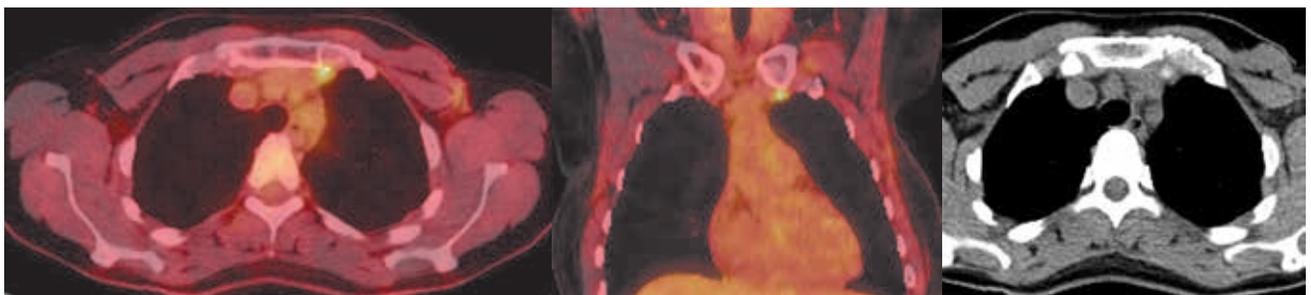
Данные ПЭТ-КТ от 09.2018 г. Выявлен новый гиперметаболический очаг в ретростеральном лимфатическом узле слева
